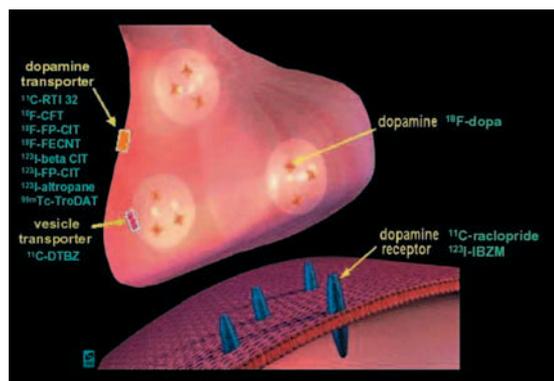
Dalla presentazione di Brooks e coll. "Current status of PET Imaging in Parkinson's disease and allied movement disorders"
